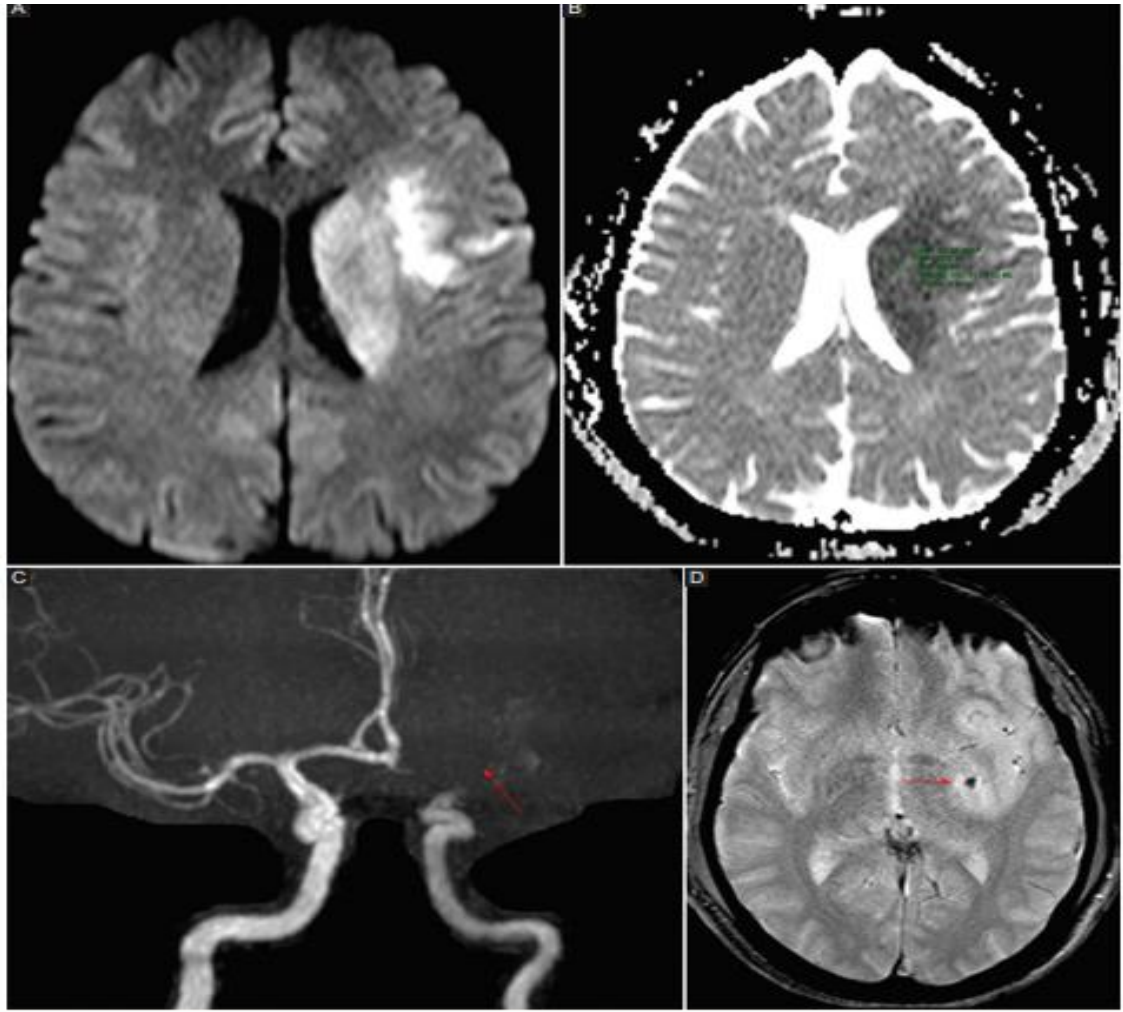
Infarto en territorio de la ACM izquierda. (A) DWI. (B) Mapa de ADC, donde se observan lesiones isquémicas involucrando territorio profundo de la ACM izquierda, el mapa de ADC mostraba valores bajos de coeficiente de difusión (aproximadamente de $480 \text{ mm}^2/\text{s}$). (C) Oclusión del sector distal de la ACI, segmento A1 y ACM izquierda en la reconstrucción de la ARM (flecha). (D) La RM de control mostró en la secuencia de susceptibilidad magnética foco de microhemorragia en los ganglios de la base a izquierda.
